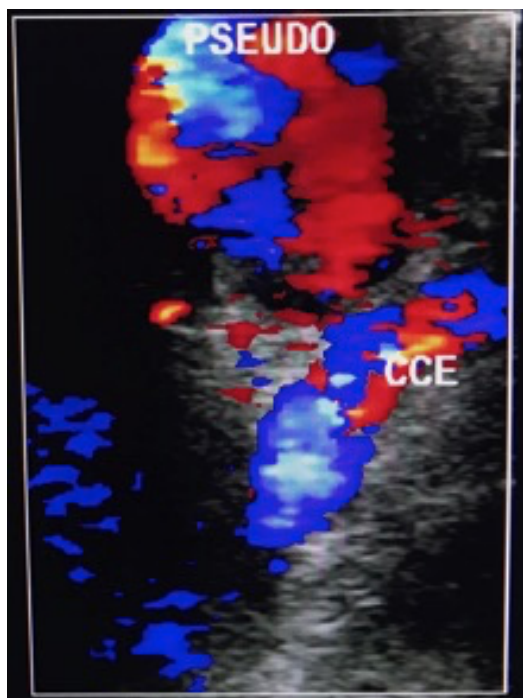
Eco-Doppler demonstrando pseudoaneurisma (origem suspeitada ao nível da carótida comum esquerda – CCE), com fluxo turbulento.
